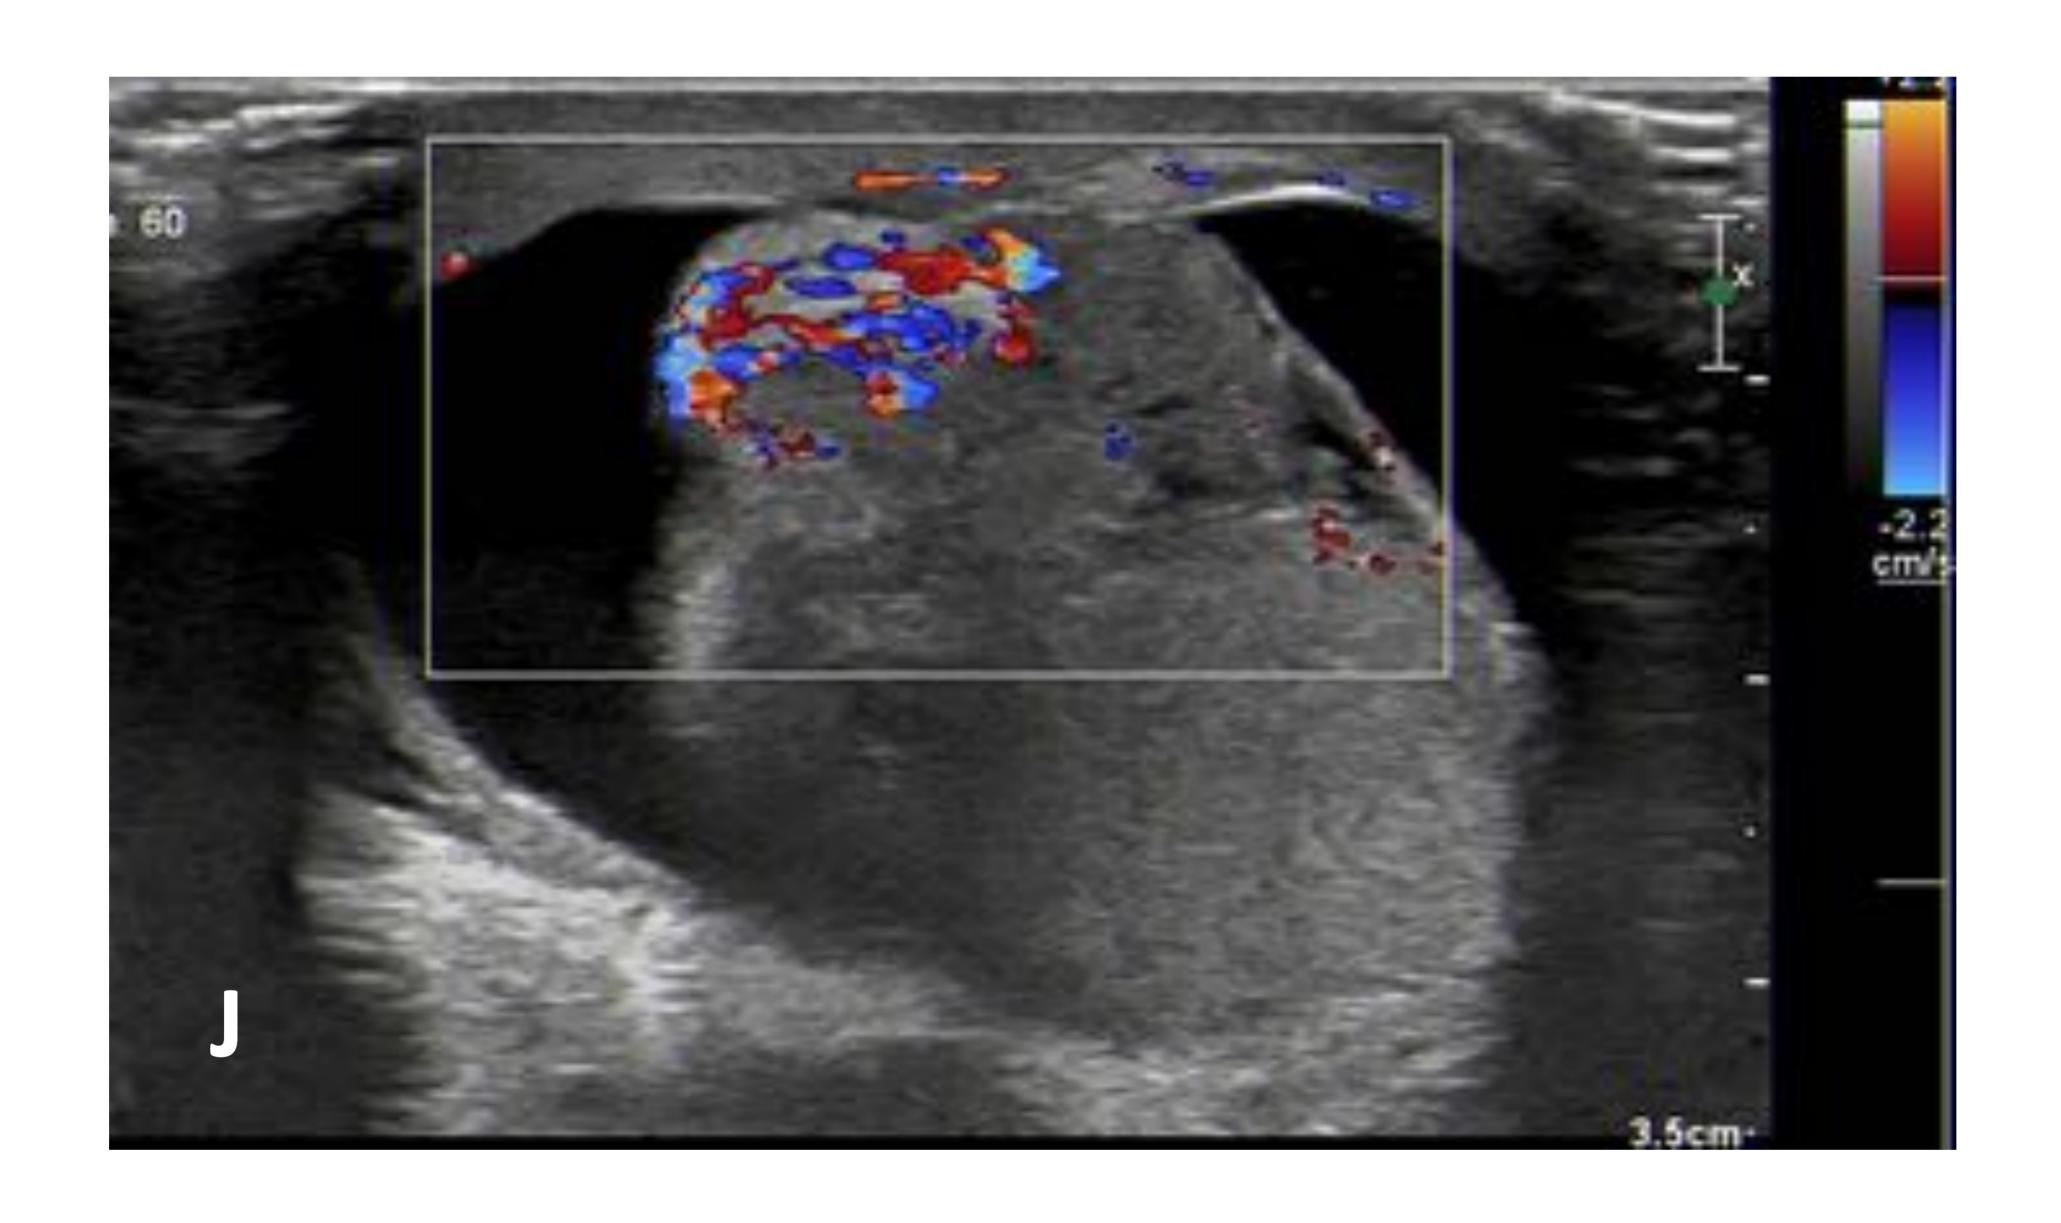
Torsión testicular izquierda. H) Testículo y epidídimo derechos normales con flujo Doppler conservado. I) Testículo izquierdo aumentado de tamaño con ausencia de flujos Doppler-color y espectral J) Imagen de partes blandas con disposición en "torbellino" compatible con cordón espermático torsionado.
